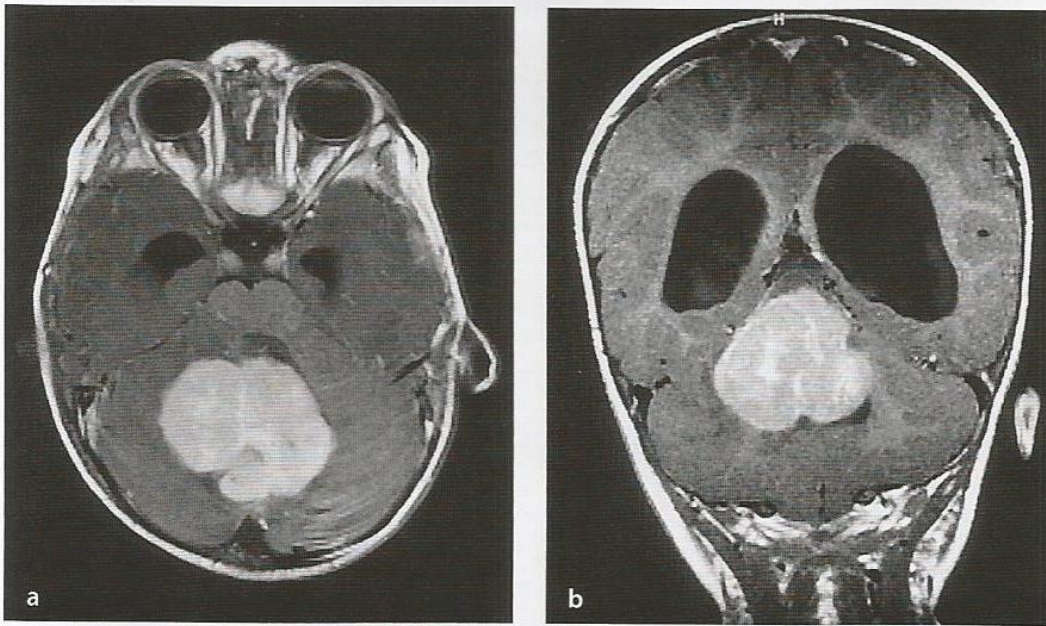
Meduloblastoma evidenciado nas imagens de RM em T1 depois da administração intravenosa de contraste. a. Na região superior do verme, havia um tumor volumoso acentuada e homogeneamente intensificado pelo contraste. O tumor comprimia
